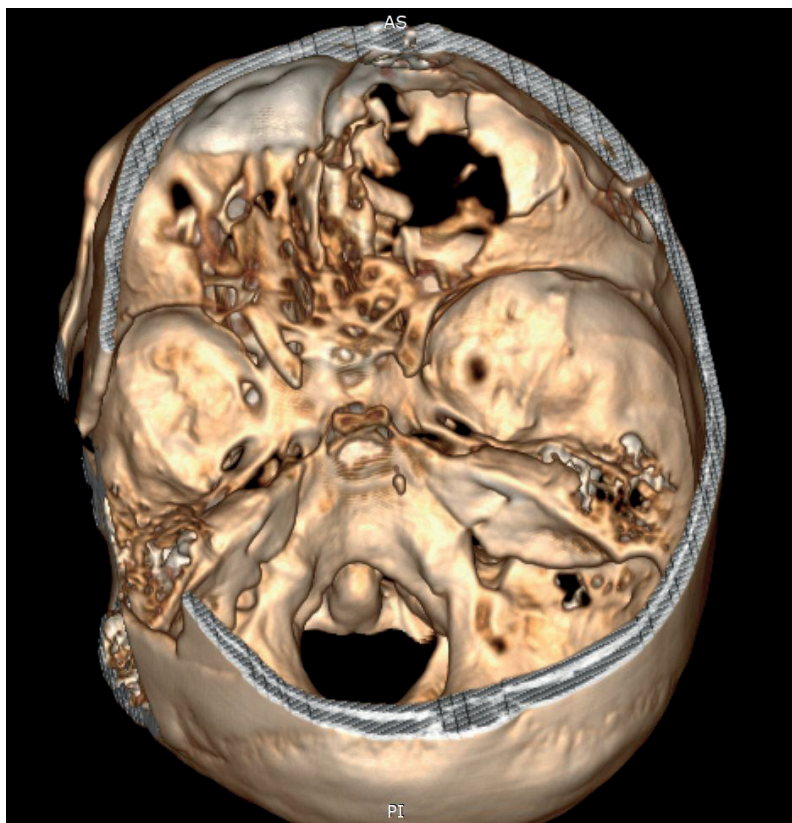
3D-реконструкция МСКТ черепа. Визуализация дефекта основания черепа в проекции передней черепной ямки справа.
